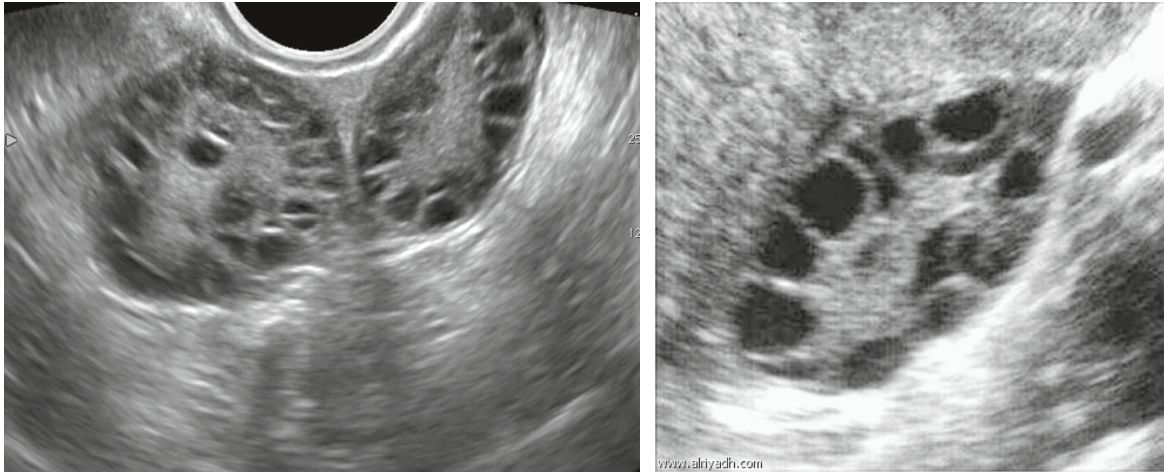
Aspect échographique de dystrophie ovarienne micropolykystique. Augmentation de la surface ovarienne ($> 6 \text{ cm}^2$) ou du volume ovarien ($> 10 \text{ mL}$). Présence par ovaire d'au moins 12 kystes de petites dimensions (diamètre $< 9 \text{ mm}$). Hypertrophie du stroma ovarien. Source : Y. Ardaens, *Échographie et imagerie pelvienne en pratique gynécologique*, Elsevier, 2010.
